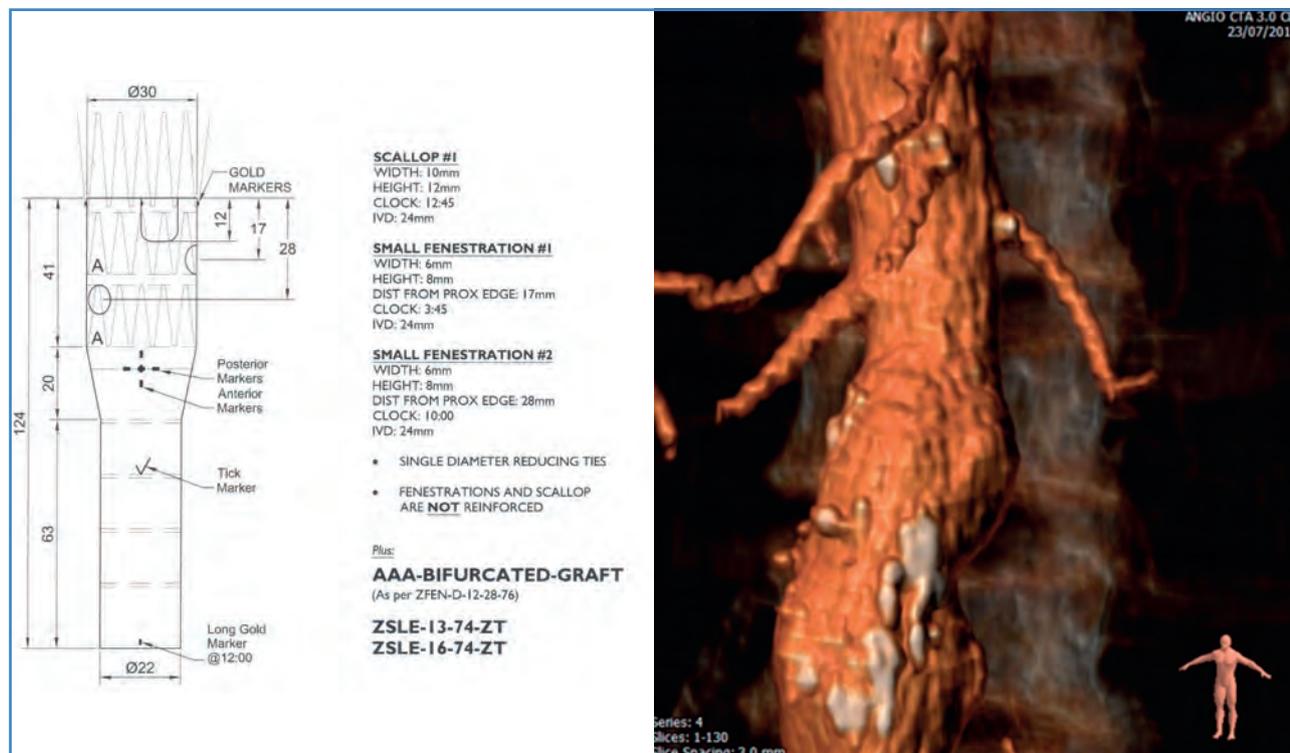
Vista parcial del angio-TAC de cuello y diseño de la endoprótesis (módulo visceral).
